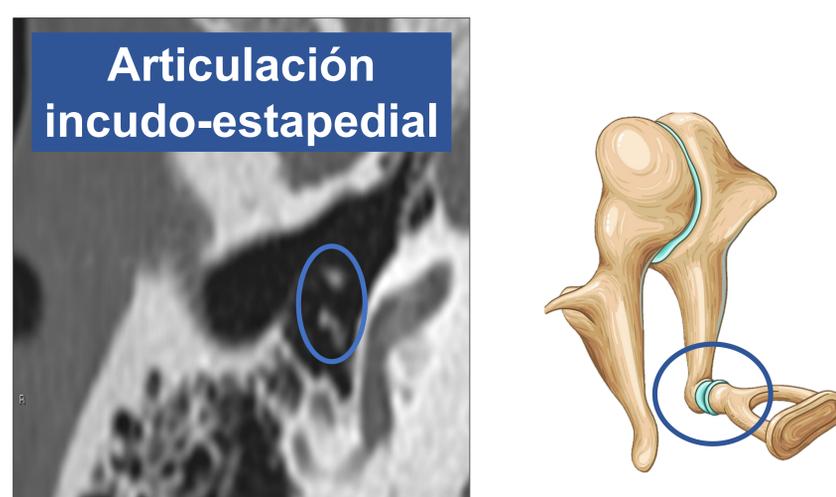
Imagen de TC en plano axial del oído. Se señala la articulación incudoestapedial. Imagen modificada de Imaios.com.
